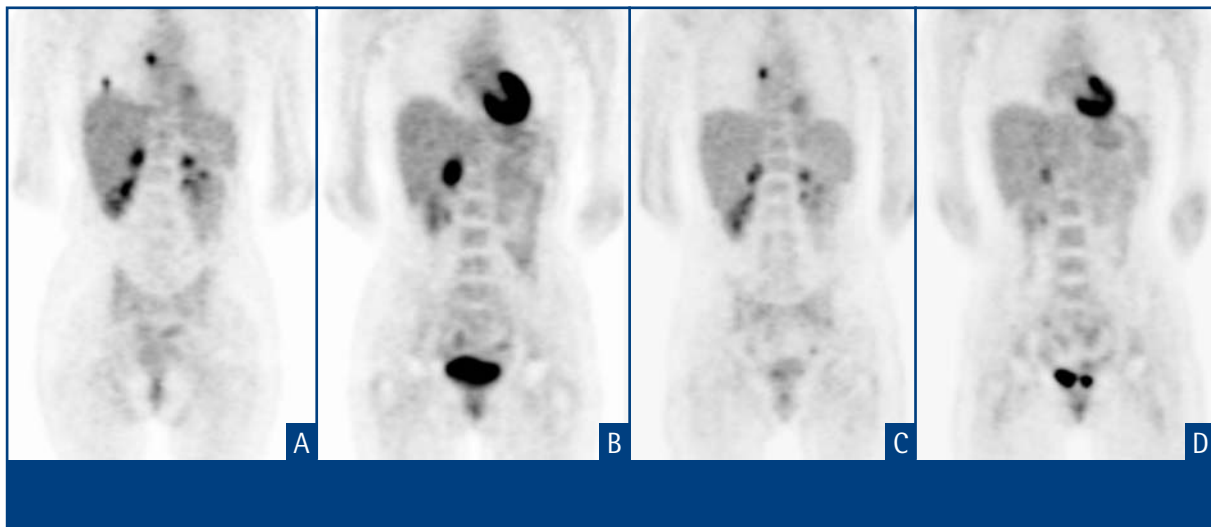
PET-scan van patiënt B met melanoommetastasen in de rechterbovenarm en in de linkerflank, ter plaatse van de onderste ribbenboog. De ^{18}F FDG-opname in de pyleae en het hart is normaal.
